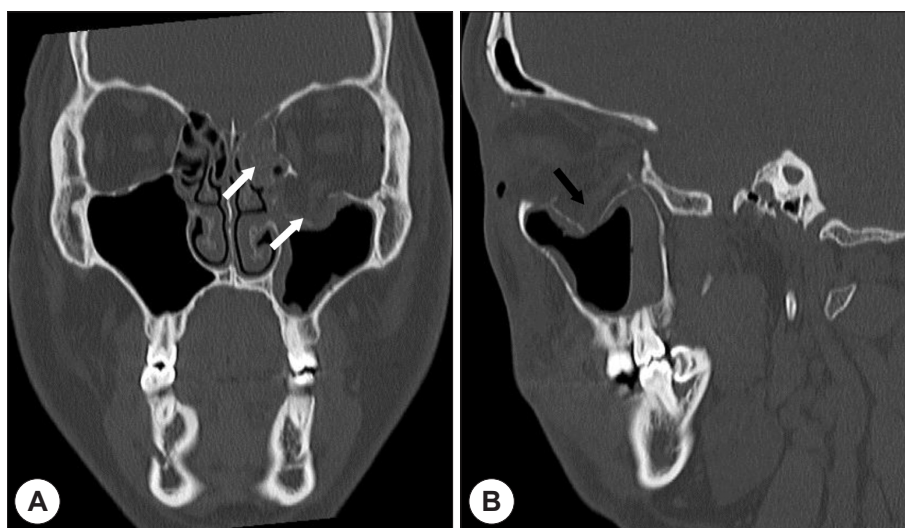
Pre-operative non-enhanced computed tomography images. Coronal image showing the fractured bony fragments and soft tissue density (white arrow) in ethmoid & maxillary sinus (A). Sagittal image showing the fractured orbital floor (black arrow) from anterior to posterior portion (B).
